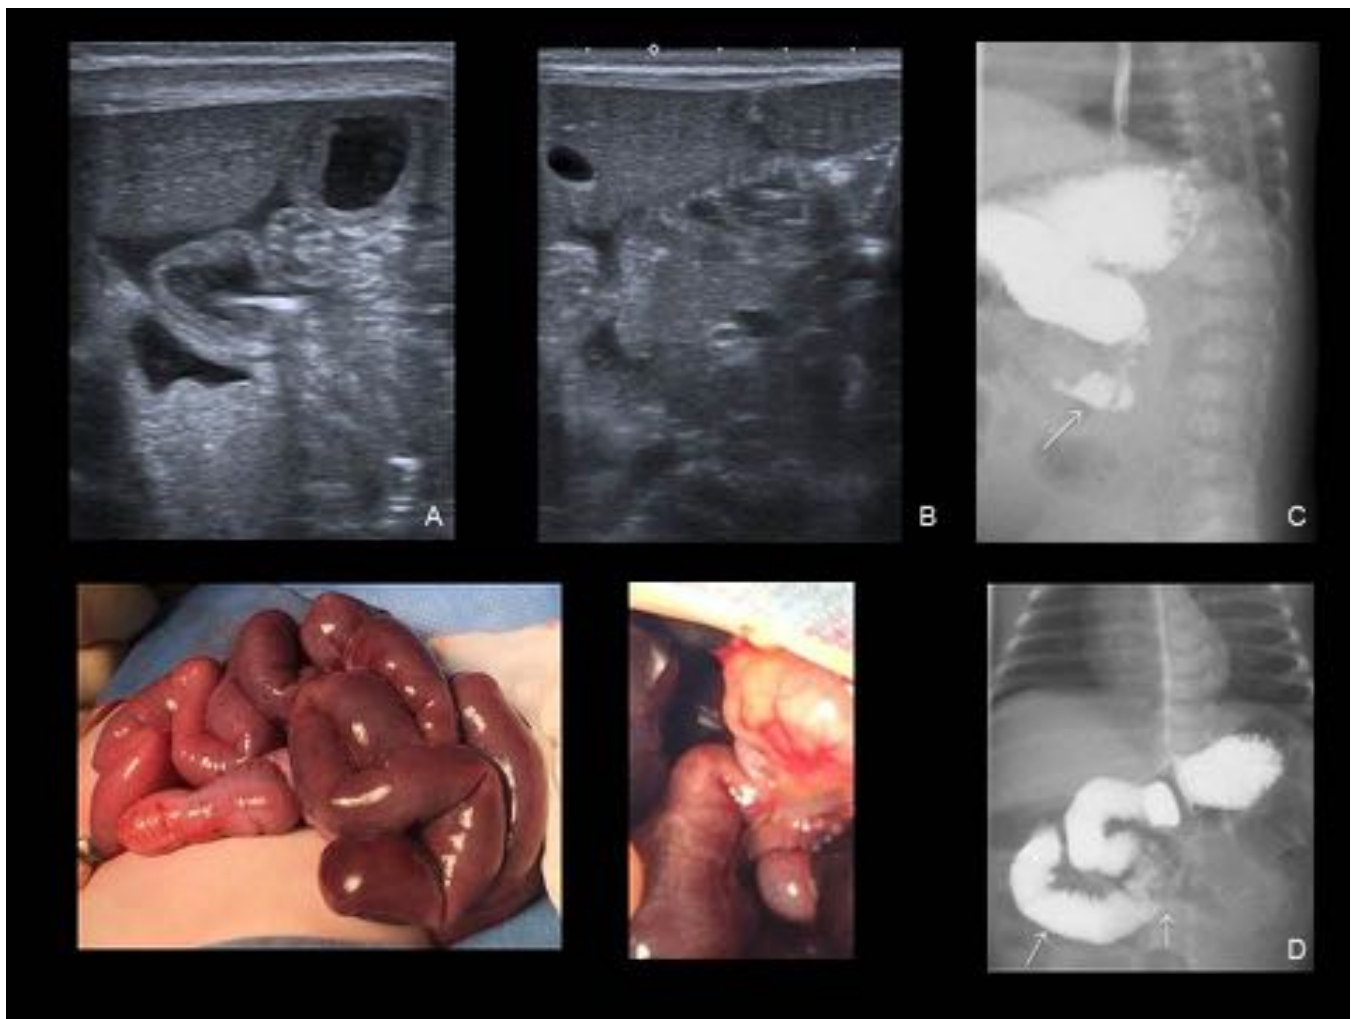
MALROTACION Y VÓLVULO DE INTESTINO MEDIO. RNT de 1 mes, sin antecedentes. Irritabilidad y distensión abdominal de horas de evolución y un vómito lácteo. Ecografía con asas en HCD distendidas y engrosamiento mural, con líquido libre (A). Alteración de la relación de los VMS entre sí (B). TGI con malposición de la 4ª porción duodenal, anterior (flecha en C) y del ángulo de Treitz - yeyuno, a la derecha de la línea media (D). Confirmación quirúrgica; asas parcialmente isquémicas.
